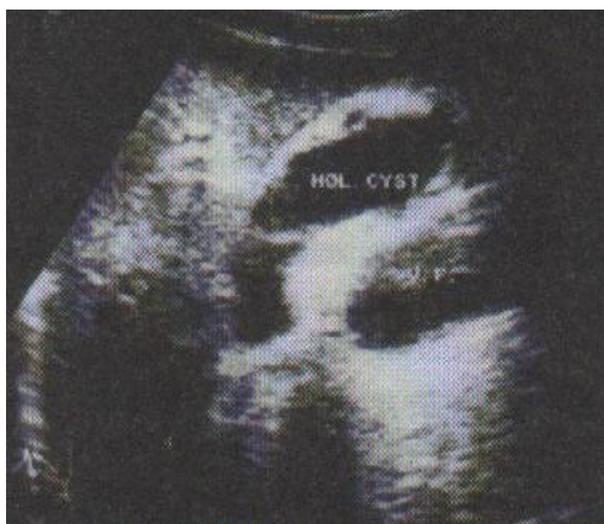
УЗИ. Киста общего желчного протока
